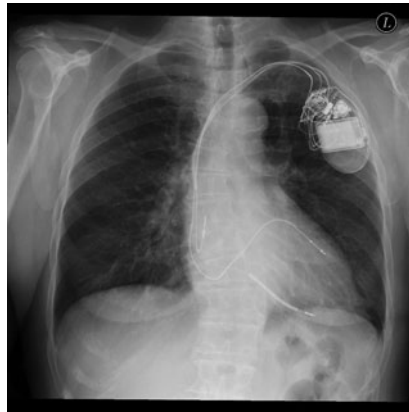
▲ Thoraxröntgenaufnahme (anterior-posteriorer Strahlengang) bei einer Patientin nach Implantation eines 3-Kammer-Defibrillators. Man erkennt gut 3 Elektroden im rechten Vorhof, im rechten Ventrikel und im Sinus coronarius
